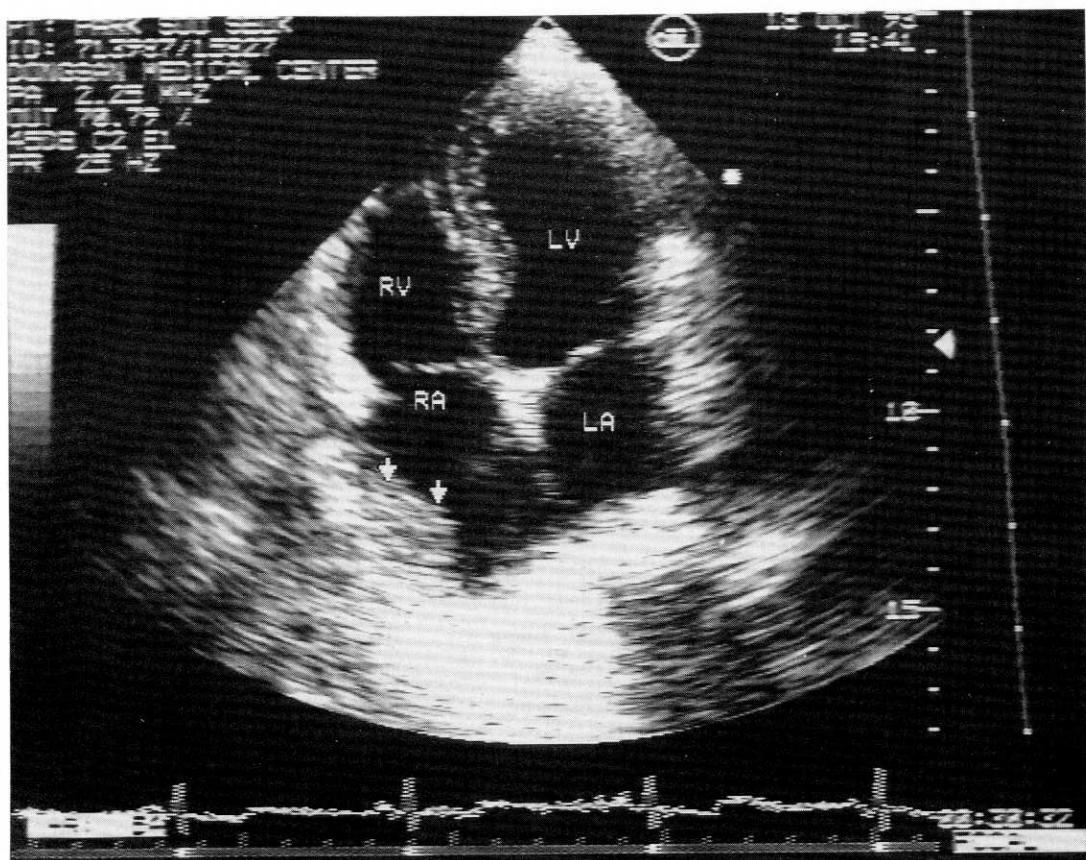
Apical four-chamber view of two-dimensional echocardiography showing hyperechogenic mass(arrow) in right atrium(Angiosarcoma).
